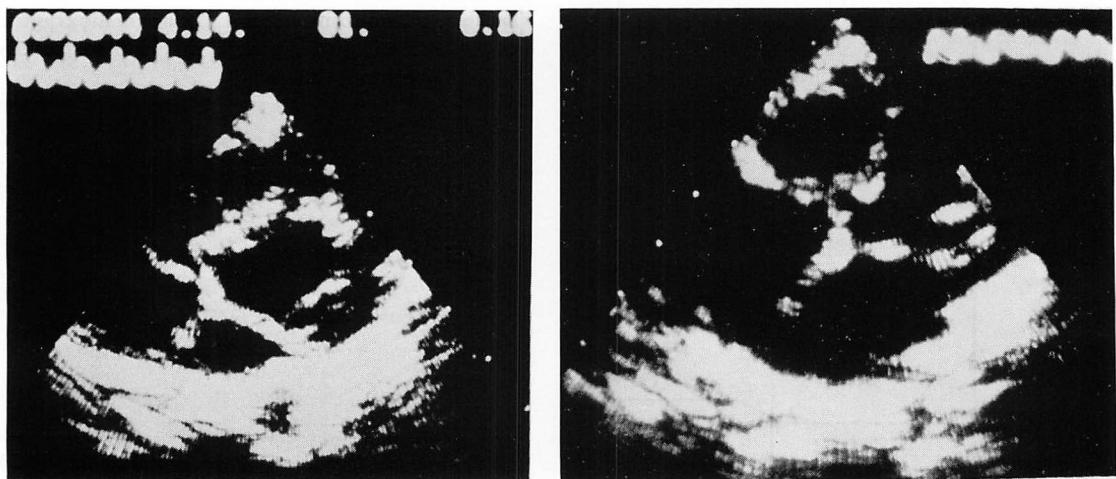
Two-dimensional echocardiograms in patients with spontaneously closed VSD due to the pouch formation of the septal leaflet (left) and membranous septal aneurysm (right).
